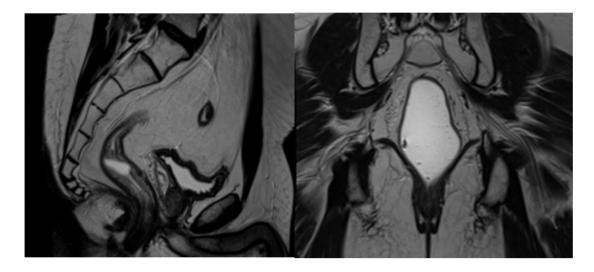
Resonancia magnética rectal en primera evaluación tras finalización del tratamiento oncológico, mostrando respuesta completa.
